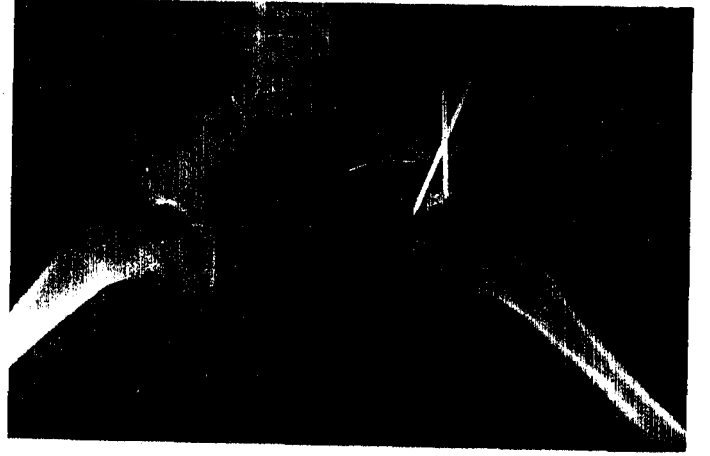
b : Ameliyattan sonra erken dönem grafisi
